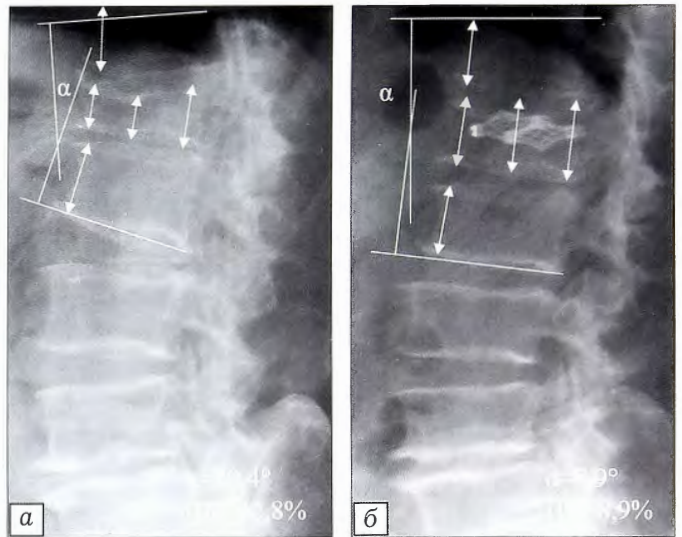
Рентгенограммы груднопоясничного отдела позвоночника больного В. 52 лет в боковой проекции (в связи с непереносимостью акриловых смол костный цемент не вводили).
